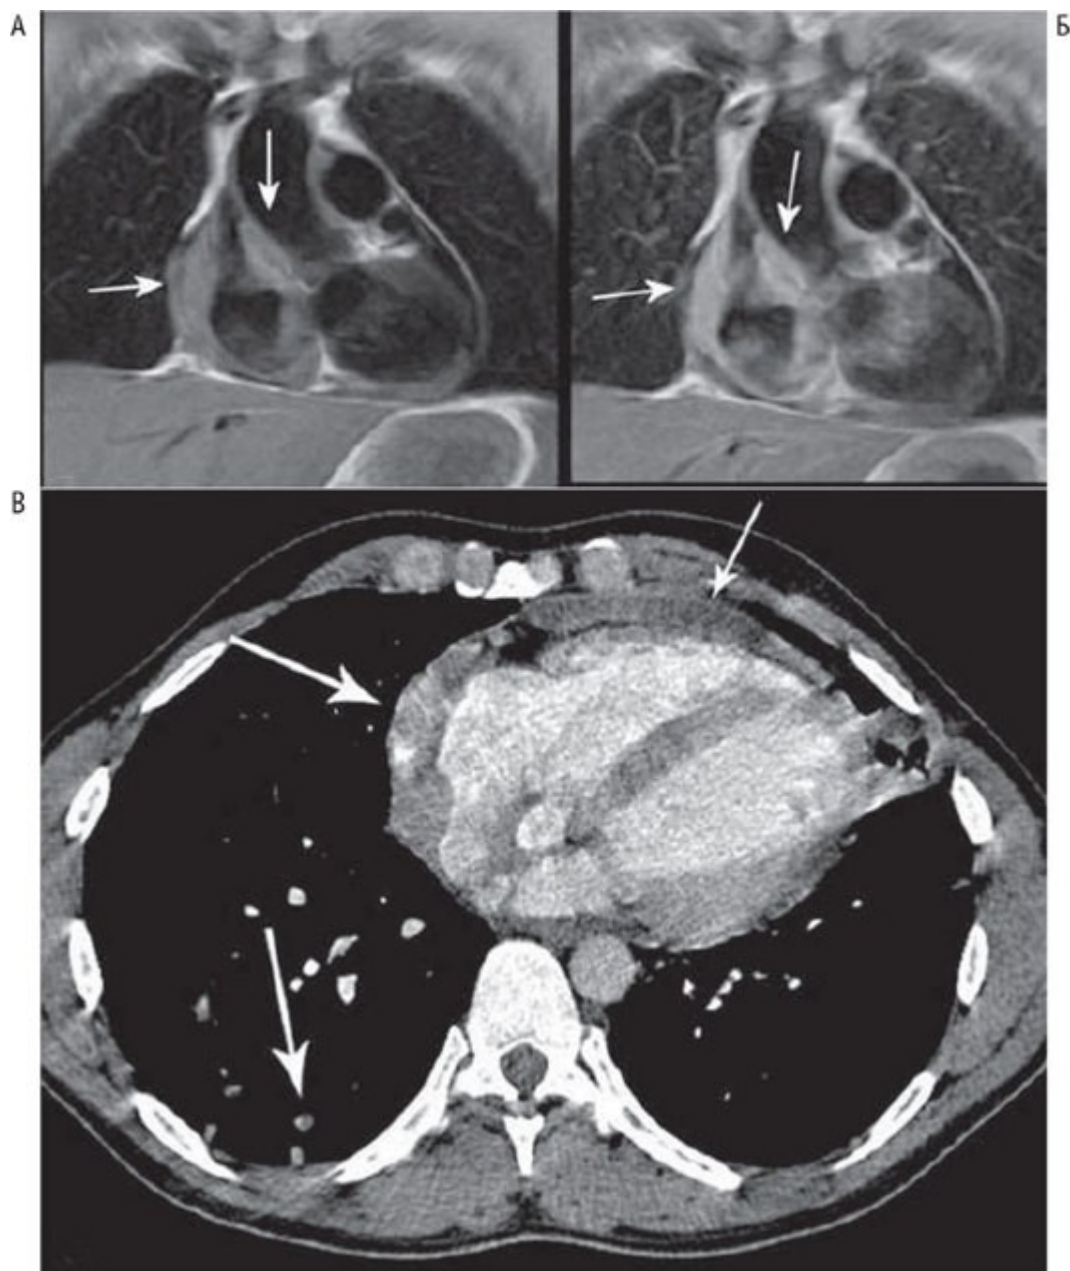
Первичные ангиосаркомы сердца (мультиспиральная компьютерная томография и магнитно-резонансная томография). А - на Т1-взвешенном МРТ-изображении можно визуализировать слабоинтенсивные области (указаны стрелками), что связано с накоплением метгемоглобина (МРТ). Б - Т1-взвешенное МРТ-изображение, полученное после введения контрастного вещества омнискана у того же пациента; заметно гиперусиление сигнала после введения контрастного вещества (указано стрелкой). В - опухоль с неровным контуром (мультиспиральная КТ), инфильтрирующая миокард ПП и перикард (указано стрелками); тонкими стрелками обозначен небольшой метастаз в правом легком. Изменено: Basso C., Valente M., Thiene G. Tumori del cuore. Monografie di Cardiologia. - Società Italiana di Cardiologia, 2005.
